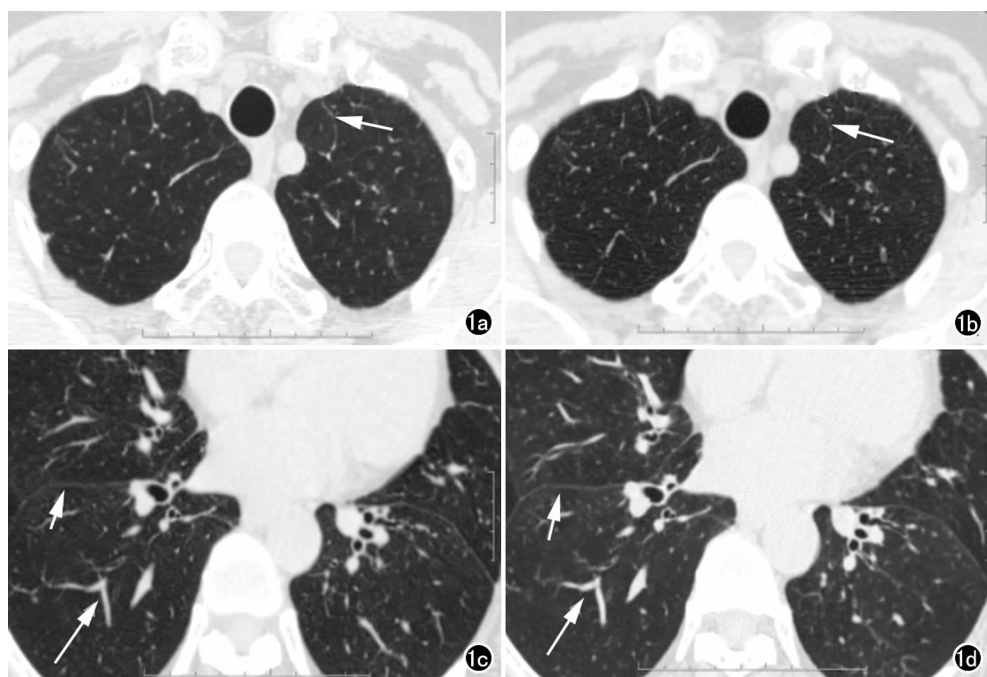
HRCT 与螺旋 CT 骨算法轴面重建图像。a) HRCT 图像示小叶核心、小叶间隔(箭)显示良好; b) 螺旋 CT 骨算法轴面重建图像示小叶核心、小叶间隔(箭)显示良好; c) HRCT 图像示叶间裂(短箭)、亚段肺动脉(长箭)、亚段支气管显示良好; d) 螺旋 CT 骨算法轴面重建图像示叶间裂(短箭)、亚段肺动脉(长箭)、亚段支气管显示良好。
